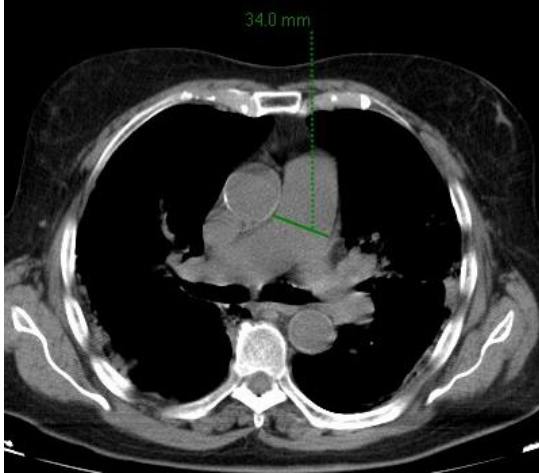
Corte axial de tomografía en ventana para mediastino donde se observa aumento del diámetro del tronco pulmonar.
